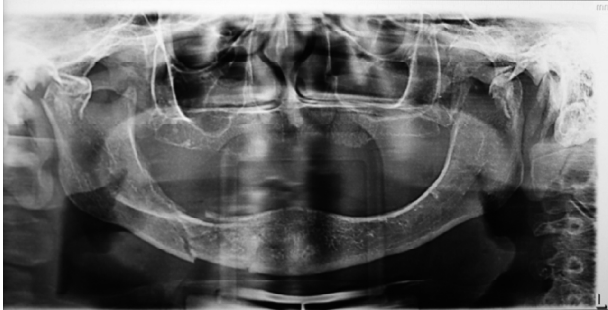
Radiografia panorâmica evidenciando fratura de corpo mandibular direito
